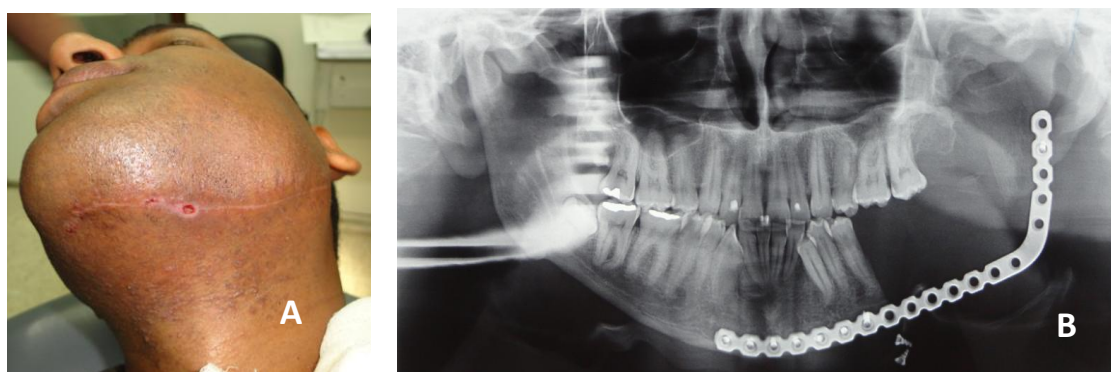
afrouxamento e migração de parafusos. A- visão clínica extra-oral ; B: radiografia panorâmica)
